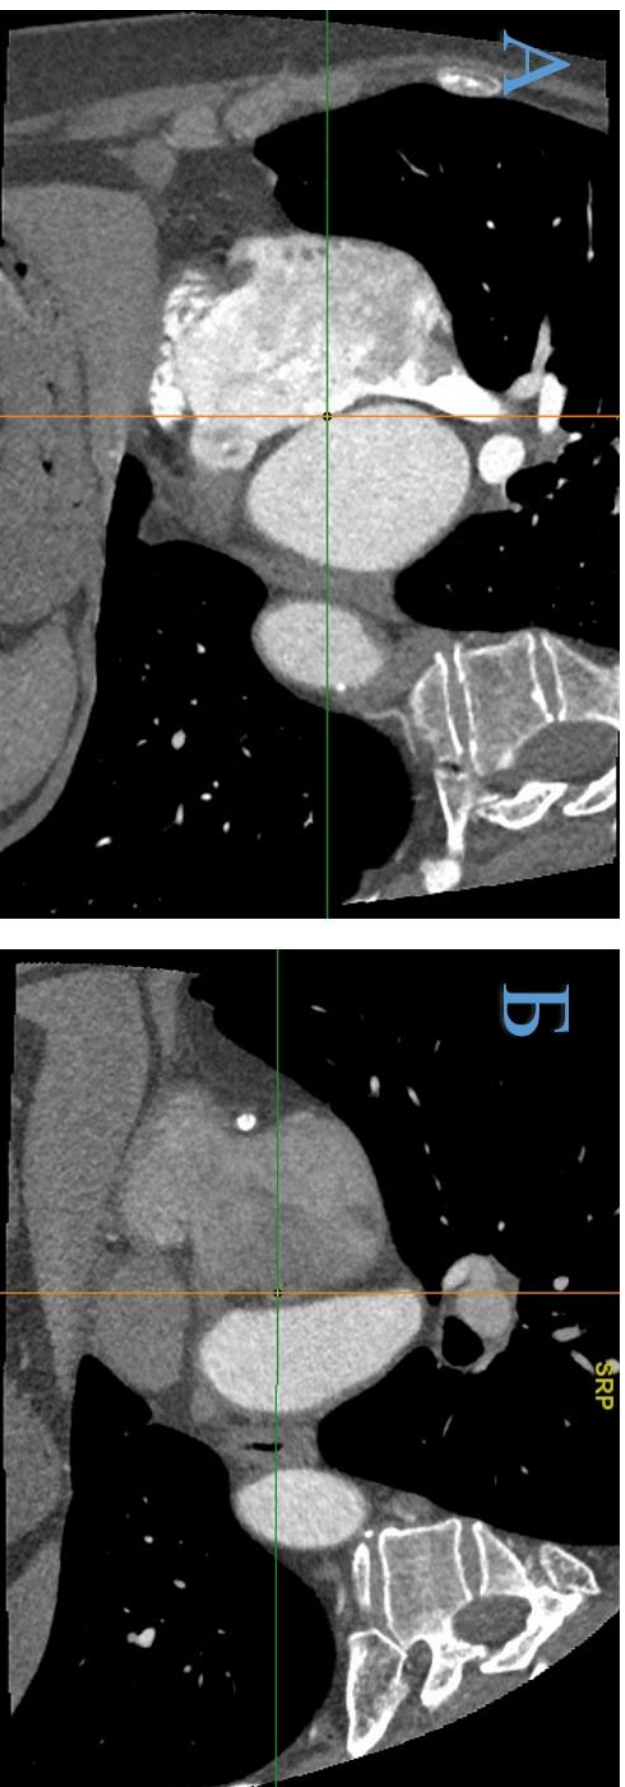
Моделирование транспицевоного ультразвукового изображения МПП и овальной ямки в бикавальной позиции по данным МСКТ в косой проекции: А – центр овальной ямки удаётся визуализировать; Б – центр овальной ямки визуализировать не удаётся
